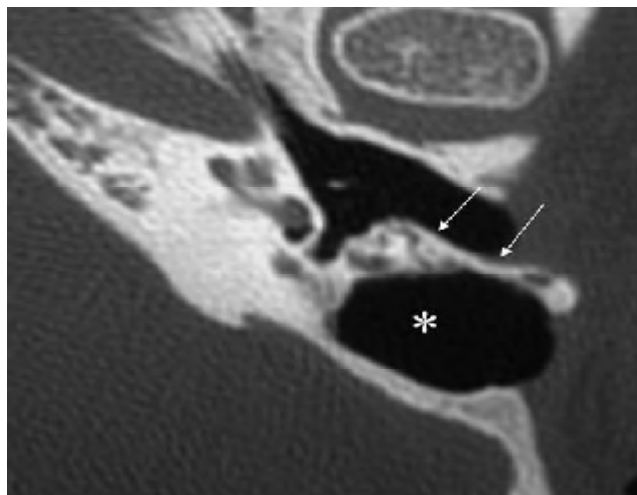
TDM en coupe axiale montrant l'aspect radiologique conservant la paroi postérieure (flèches) d'une TTF [97].
